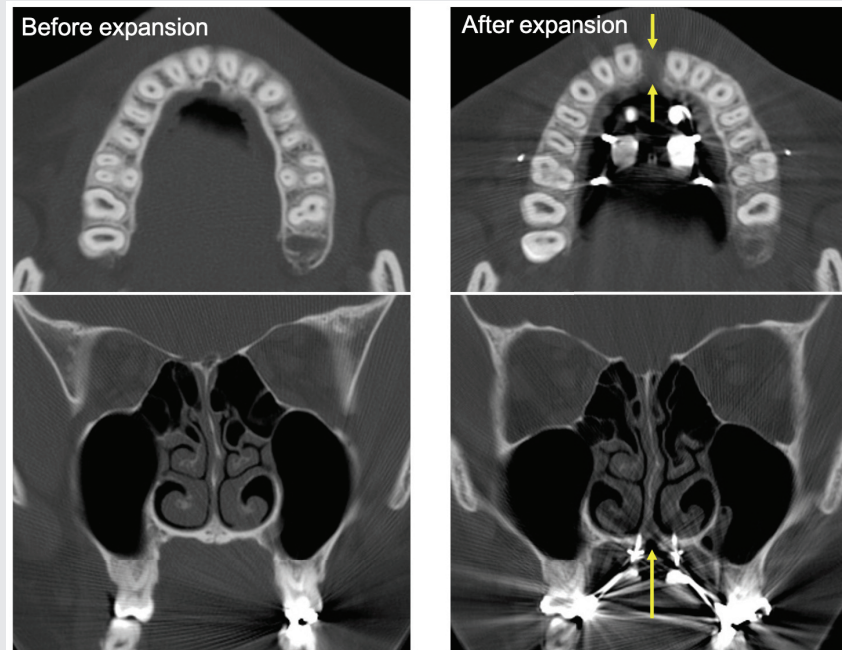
Cone-beam computed tomography before and after expansion by miniscrew-assisted rapid palatal expansion. The midpalatal suture is separated, and the maxillary posterior teeth showed parallel expansion without buccal tipping.
